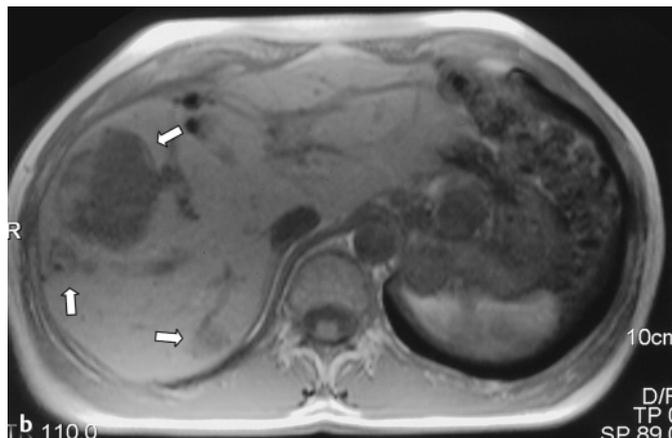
(a) Ausgangsbildgebung (native MRT FLASH 2D TE/TR 110/5) bei einem 47-jährigen Patienten mit mehreren teils großen Lebermetastasen bei Karzinom im Pankreaskopf- und Schwanzbereich in den Segmenten 5, 6, 7 und 8 lokalisiert. Die transarterielle Chemoperfusion erfolgte in 4-wöchigen Intervallen. (b) Verlauf (native MRT FLASH
